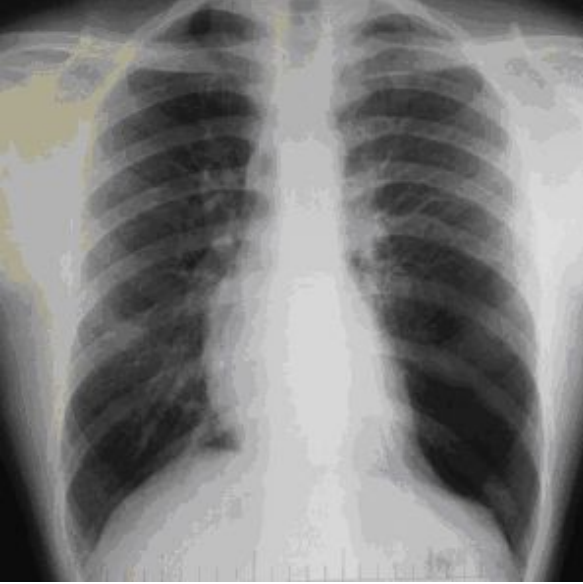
A. Sol üst zonda intraparankimal yerleşimli, hava sıvı seviyesi gösteren kistik lezyonun görünümü B. Lezyonun BT kesitindeki görüntüsü
